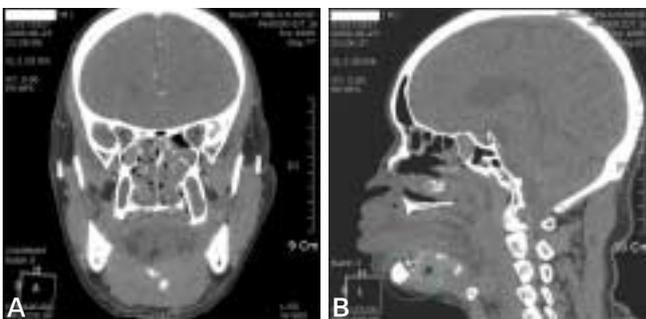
(A)Coronal view of CT showed oral cavity was narrow. (B)sagittal view of CT showed perforation of mandible and injured soft tissue.
